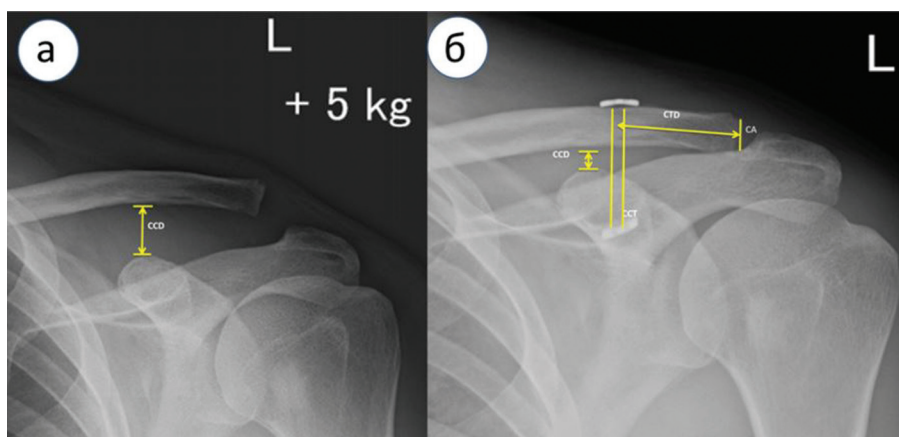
Рентгенограммы левого плечевого сустава до и после стабилизации АКС динамической системой, прямая проекция: а – до операции под нагрузкой (+5 г); б – после операции. Обозначения: CCD – Coraco-Clavicular distance (расстояние между верхней поверхностью клювовидного отростка и нижней поверхностью ключицы); CTD – Clavicular Tunnel Distance (расстояние от дистального конца ключицы до центра сформированного канала); CCT – Coraco-Clavicular Tunnel (соосный канал в ключице и клювовидном отростке); CA – Clavicula Acromiale (acroмиальный конец ключицы)
